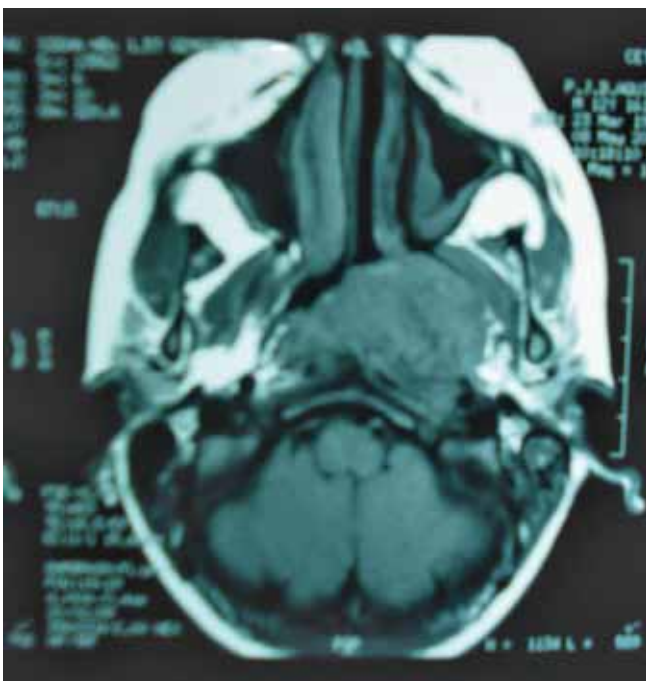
Tomografia computadorizada de crânio em corte axial.
